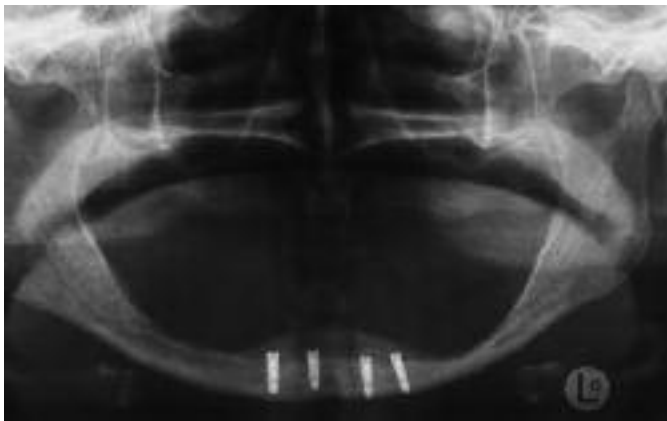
Das post operative Röntgenbild zeigt die Position der vier MicroPlant-Implantate im Unterkiefer
